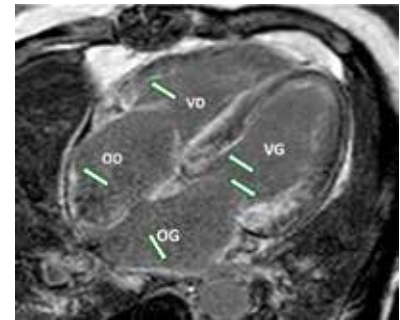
IRM cardiaque : rehaussement tardif après l'injection de gadolinium diffus ventriculaire (VG et VD) et auriculaire (OD, OG), évoquant une cardiopathie infiltrative et par ordre de fréquence une amylose.
